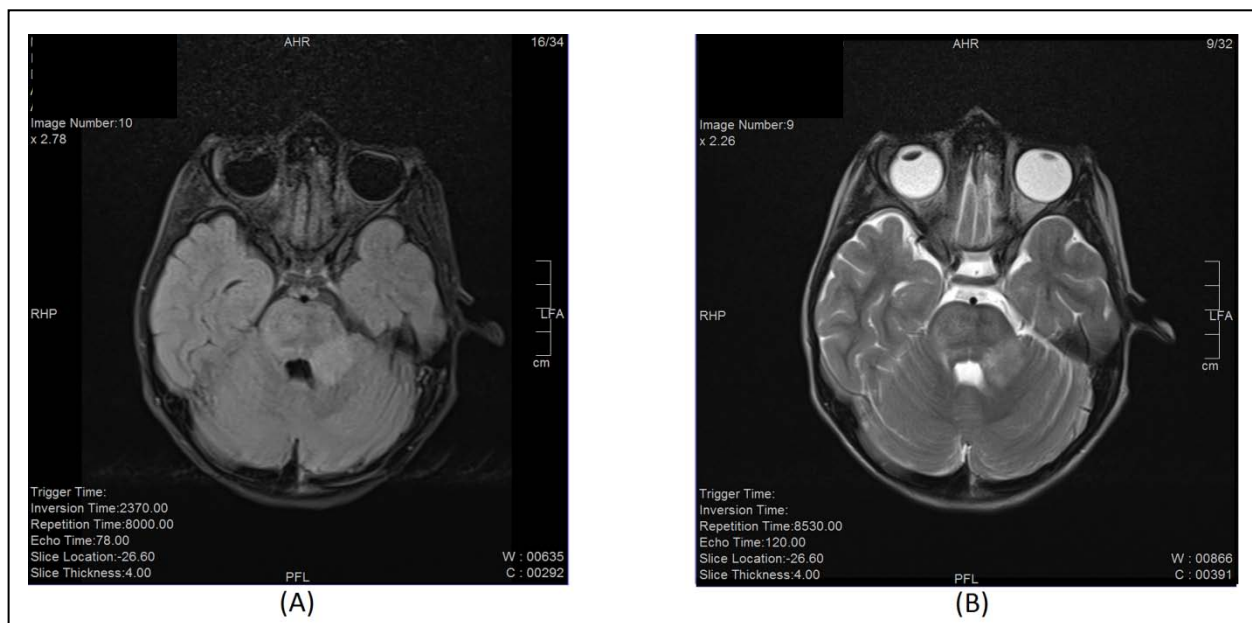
IRM cérébrale montrant à l'étage sous-tentorial une lésion du pédoncule cérébelleux, en hypersignal dans la séquence T2 FLAIR (A) et T2 (B)
